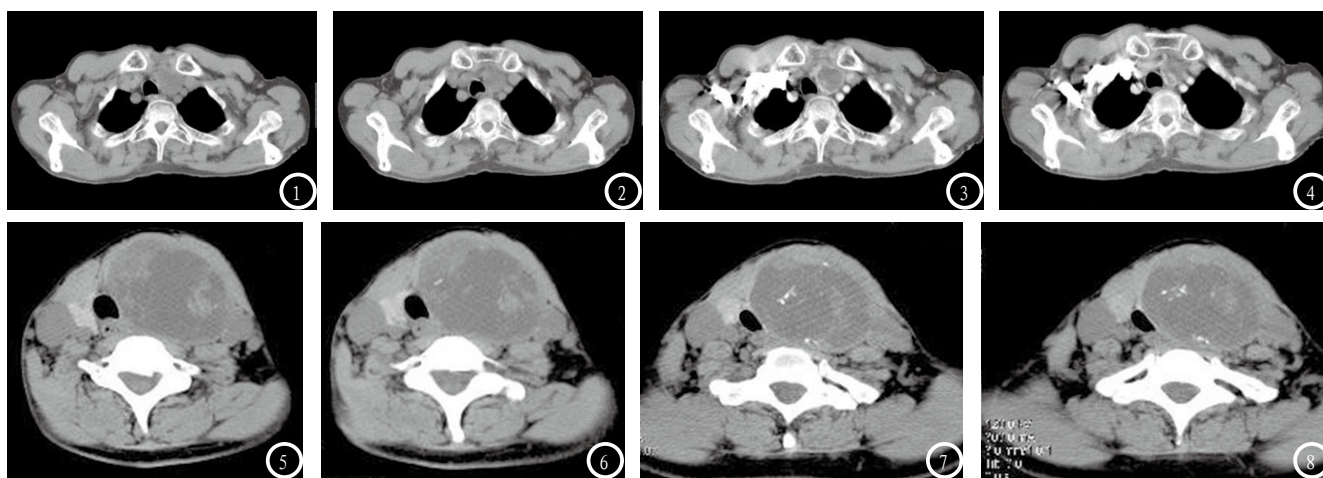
CT平扫; 图3-4 CT强化, 显示甲状腺左侧叶低密度占位, 边界清晰, 增强扫描呈边缘强化; 图5-8 CT平扫, 甲状腺左侧叶占位, 边界清晰, 内示多发粗点状钙化。
